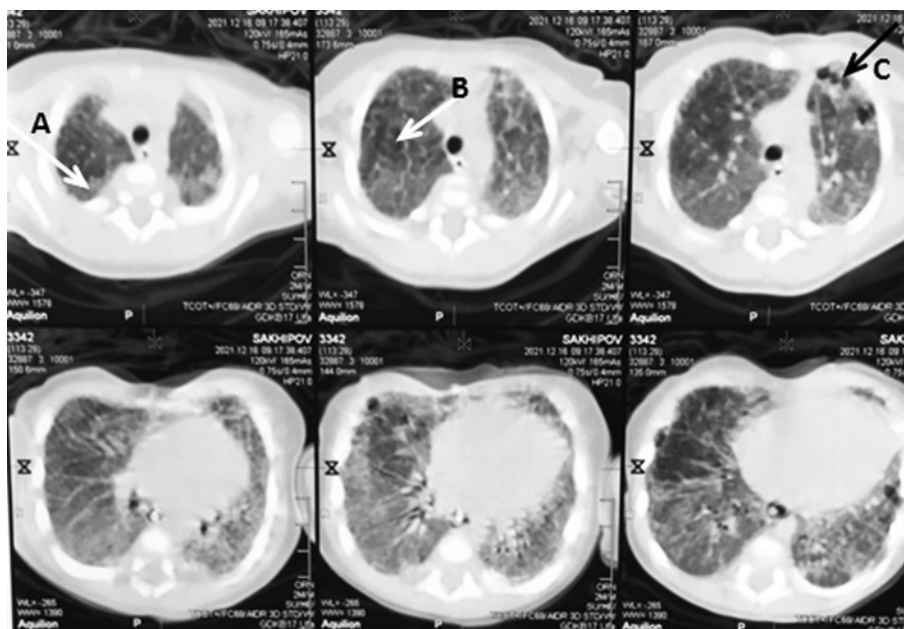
Компьютерная томограмма пациента. Возраст 3 мес. 21 сут. Стрелки показывают: диффузные фиброзные (А), эмфизематозные изменения (В) и воздушные кисты (С)
